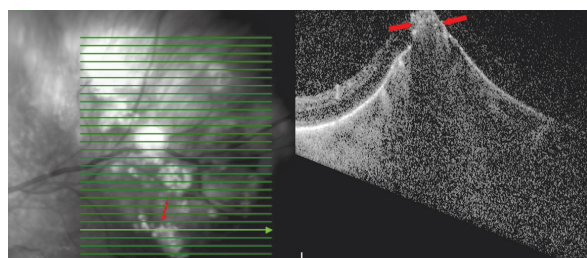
Оптическая когерентная томография пациента Т., 64 года. Горизонтальный срез через нижнюю часть очага. Стрелки — зона повреждения сетчатки, нарушена визуализация наружной границы подлежащей хориоидеи
